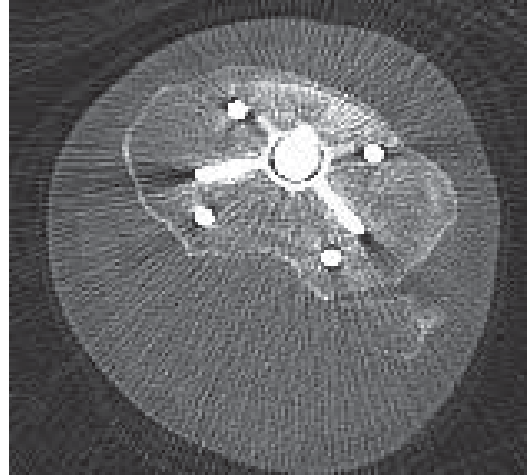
Axial computed tomography
